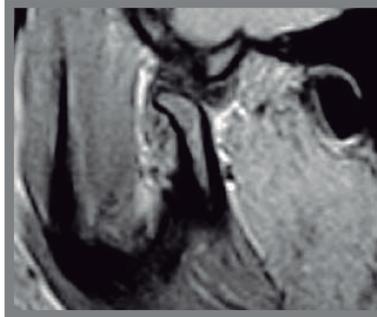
RM Apertura bucal máxima. Subluxación (hipermovilidad condilar), se observa como el cóndilo queda por delante de la eminencia articular del hueso temporal, con el disco interpuesto.
